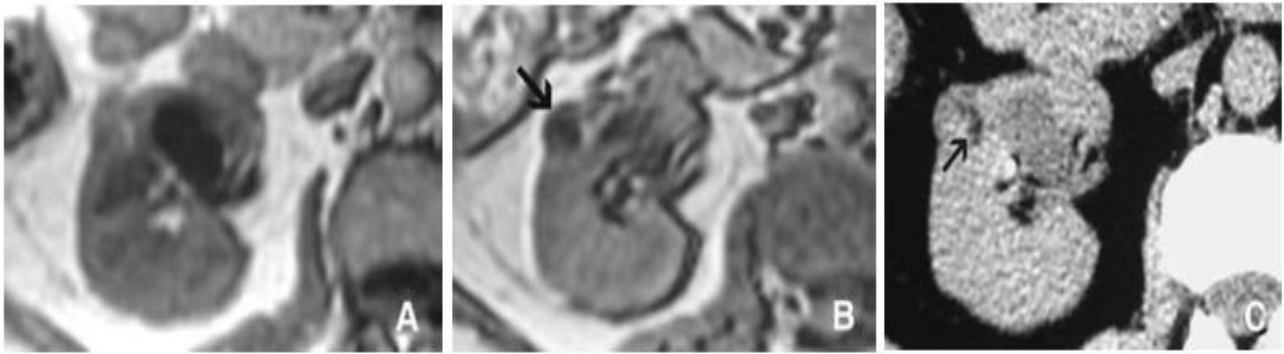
/257: Petit angiomyolipome pauvre en graisse. IRM en phase (A) et déphasage (B) montrant la chute du signal de la tumeur en déphasage (B, flèche).
